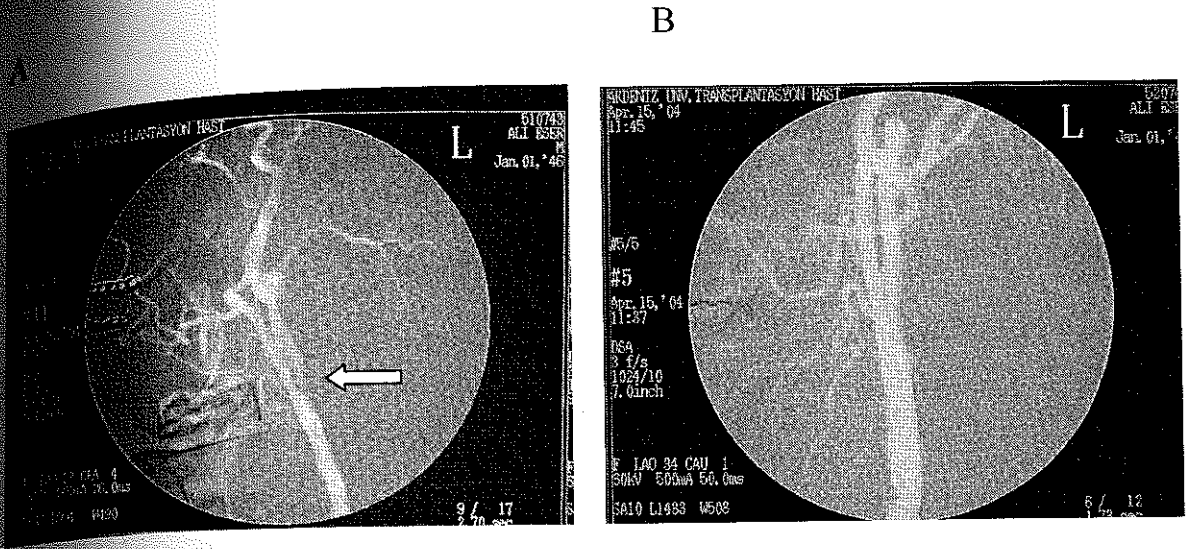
Bilateral karotis stenozu olan hastaya farklı seanslarda her iki karotis stenozuna (ok) yönelik endovasküler tedavi yapılmıştır. Her iki stenoz da başarıyla tedavi edilmiş olup F’de sağ internal karotis arterdeki stentin power Doppler US incelemesi yer almaktadır.
